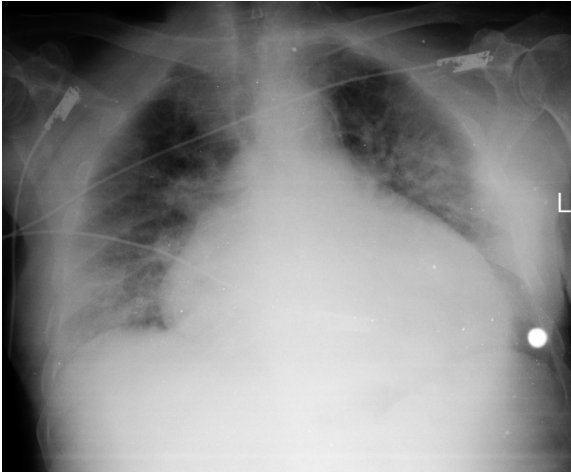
Birinci olgunun pron pozisyonu sonrası çekilen akciğer grafisi
